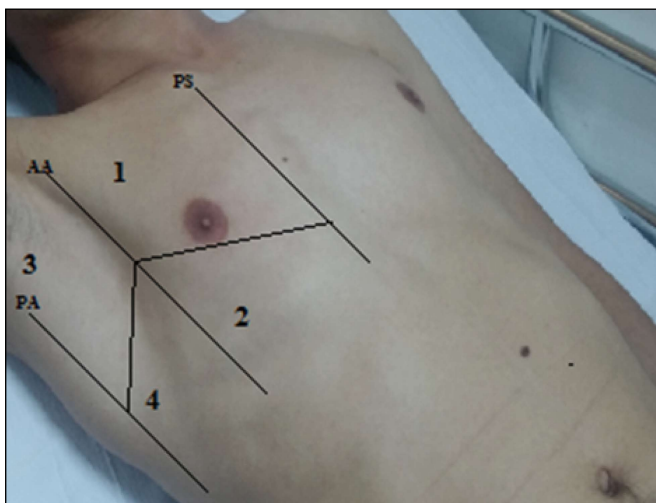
The eight-zone scanning scheme of the antero-lateral chest (PS: parasternal, AA: Anterior axillary, PA: Posterior axillary).
